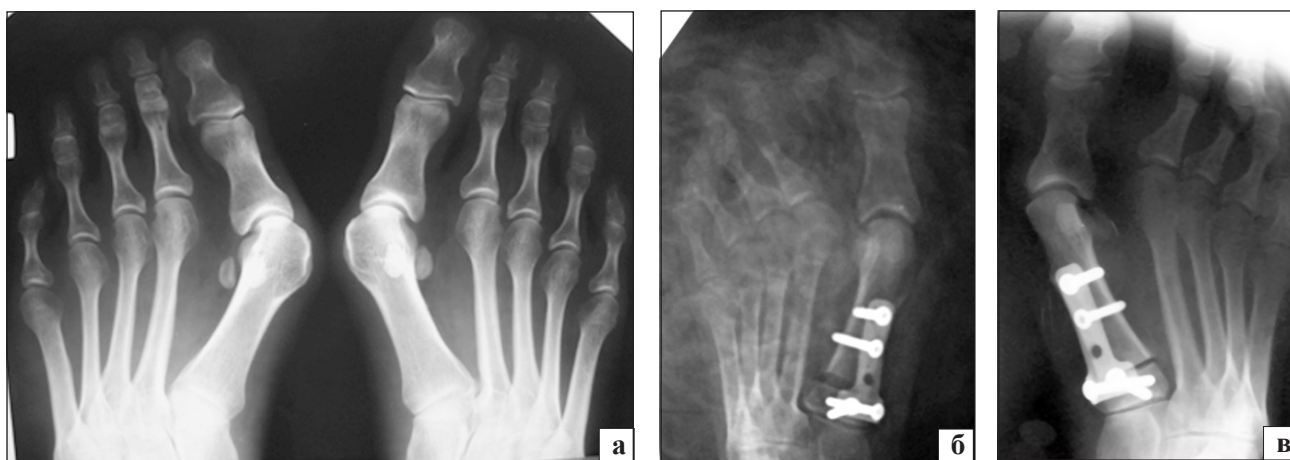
Фотоотпечаток с рентгенограмм: а) переднего отдела обеих стоп до операции; б) переднего отдела левой стопы после операции (не достигнута необходимая коррекция); в) переднего отдела правой стопы после операции (не достигнута необходимая коррекция)
